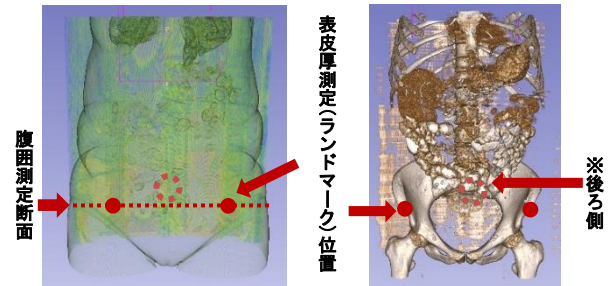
下腹部 CT データからの腹囲と表皮厚の測定
